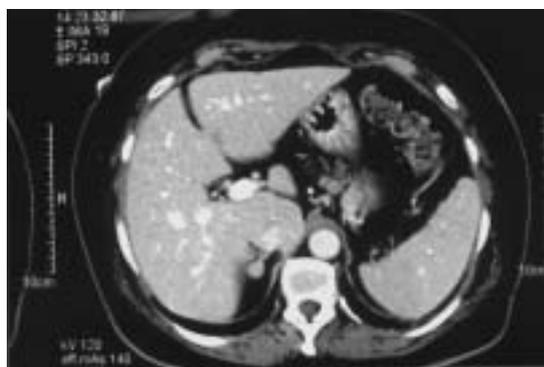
Tomografía computada de abdomen muestra lesión sólida de 3 cm. en área suprarrenal derecha.
